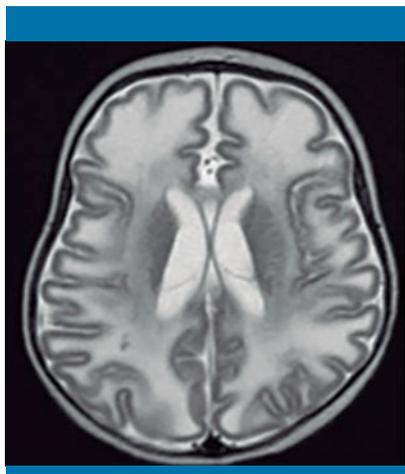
RM craneal. Extensa alteración de la señal de la sustancia blanca con mayor afectación de los lóbulos temporales anteriores, incluso en la zona del cerebelo
